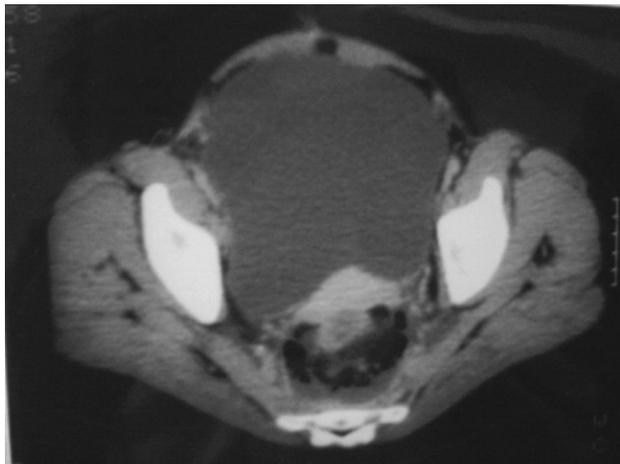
Tomografía computarizada del caso 2 que muestra un globo vesical secundario a un absceso retrorectal.
